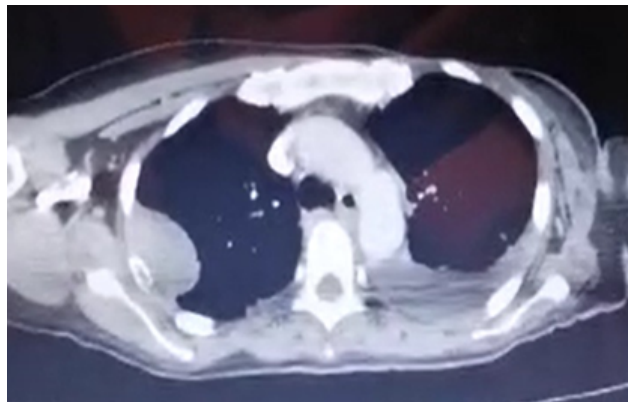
Tomografía de tórax (ventana mediastinal) con derrame pleural izquierdo y masa pulmonar derecha.
